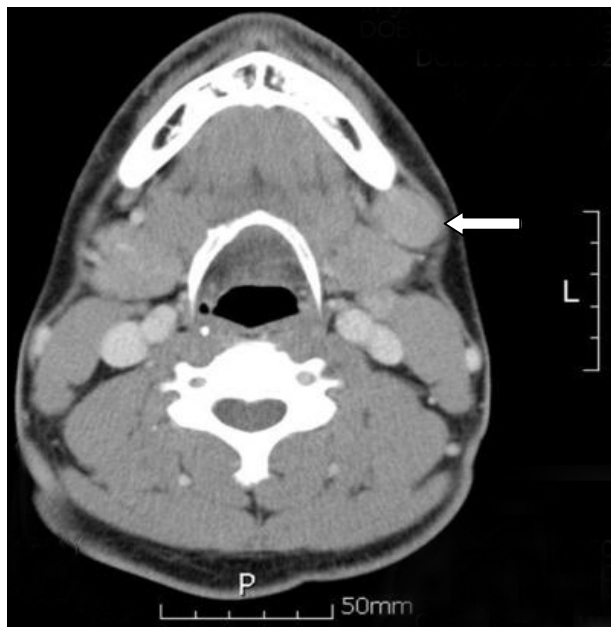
Preoperative enhanced neck CT scan. 2×3 cm sized well enhancing mass is located on the left submandibular gland (white arrow).
